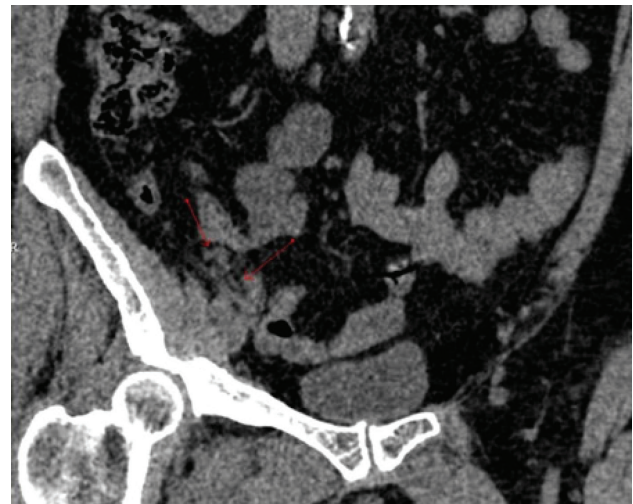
Tomografia Computadorizada do abdome em reconstrução coronal sem contraste endovenoso, evidenciando apêndice cecal (seta menor) e imagem alongada com baixos coeficientes de atenuação na borda antimesentérica do apêndice, com aspecto de apêndice epiplóico (seta maior).
